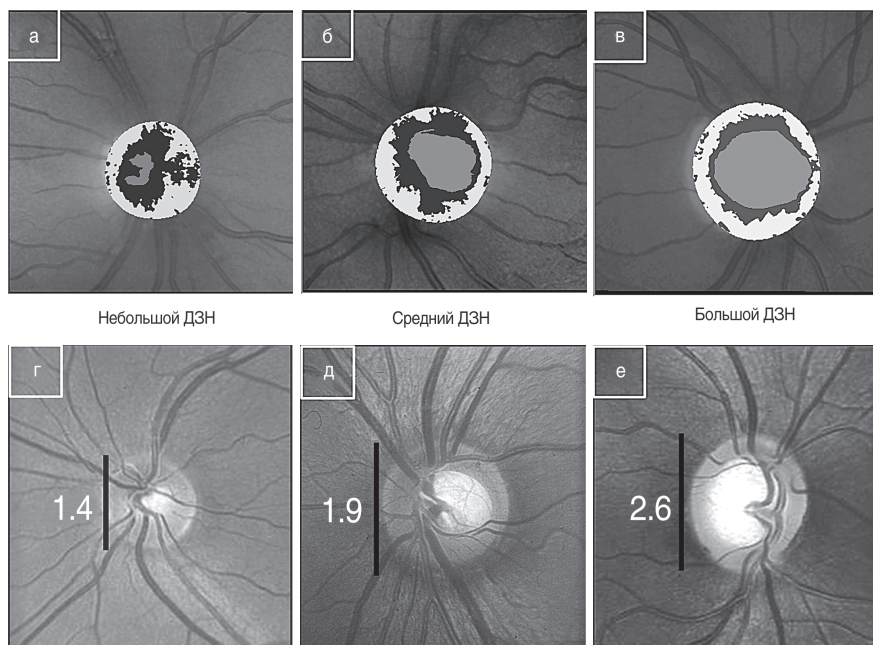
Примеры физиологических экскаваций в диске зрительного нерва различной площади (экскавация обозначена красным цветом). По данным компьютерной ретинотомографии — HRT 3 (а–в) и данным офтальмоскопии (г–е) (цит. по: Hoffmann E., Bowd C., Boden C., Weinreb R. // *Ophthalmology*. — 2005. — Vol. 112. — N 12. — P. 2149–2156)
